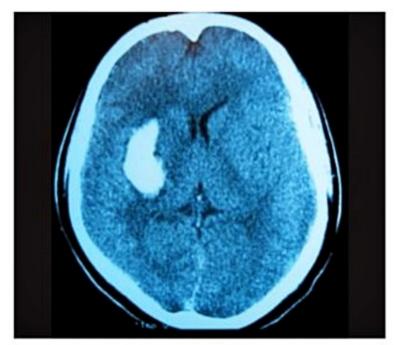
Tomografia computadorizada mostrando hemorragia putaminal direita.
